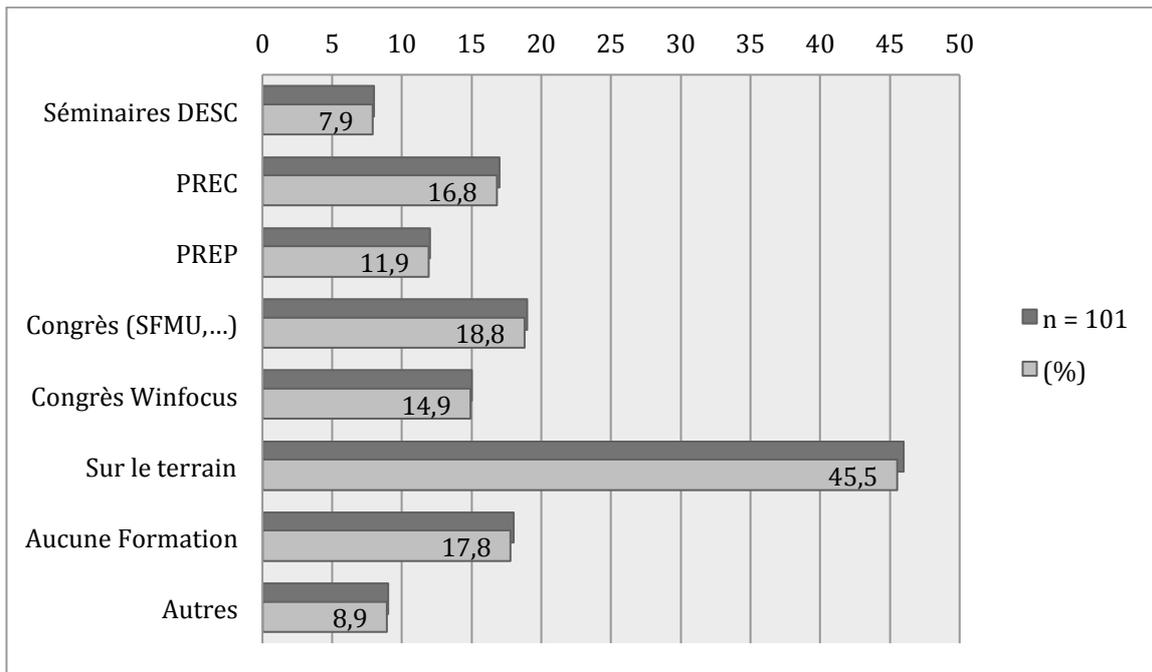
Formations rapides non universitaires à l'échographie clinique
